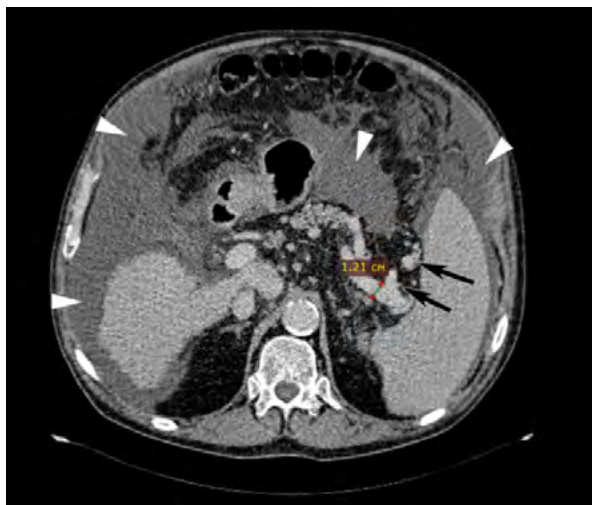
МСКТ ОБП портальная фаза, аксиальный скан. Определяются множественные вариксы в воротах селезенки (указано стрелками), на фоне выраженной портальной гипертензии и увеличенной в диаметре селезеночной вены до 12,0мм. Во всех карманах и этажах брюшной полости определяется выраженное скопление свободной жидкости (головки стрелок).
